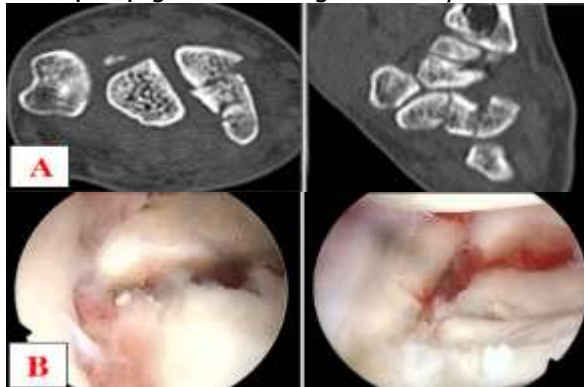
A: CT-scan cho thấy gãy xương thuyền di lệch. B: Ổ gãy xương thuyền trước và sau nắn chỉnh qua nội soi. C: CT-scan cho thấy lành xương thời điểm 12 tuần. D: Tâm vận động cổ tay lúc 20 tuần (Nguồn: tác giả)
